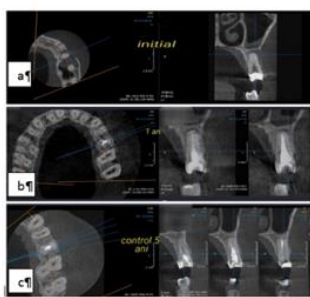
2.5 Parodontită apicală acută, imagine inițială CBCT, (b) control 1 an, (c) control 5 ani.
